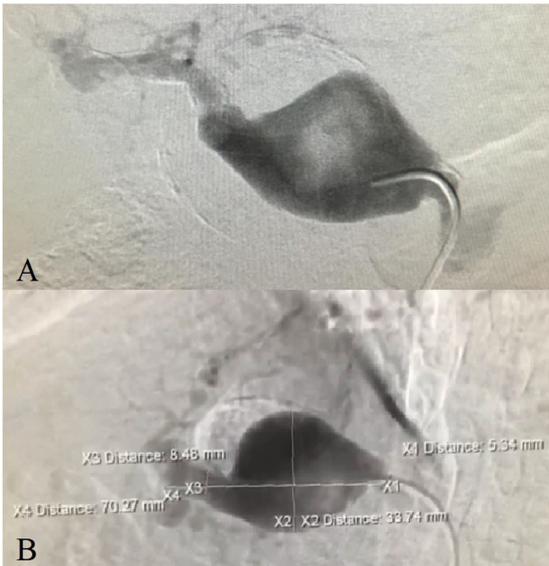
Arteriografia. A e B – Presença de aneurisma de artéria hepática comum. Nota-se estimativa de diâmetros e extensões maiores do que aqueles descritos pela angiotomografia de abdome.
